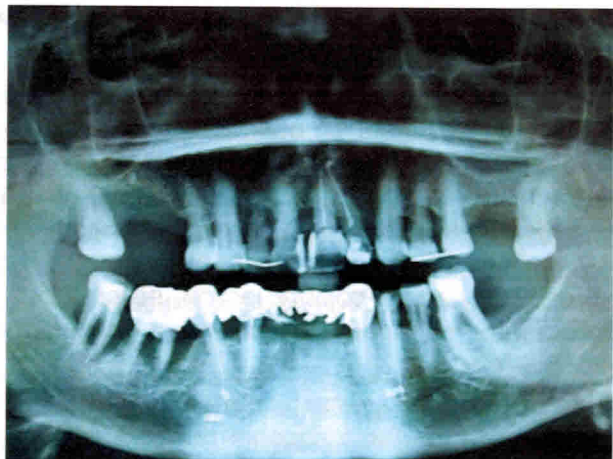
Рентгеновский снимок пациента К.
